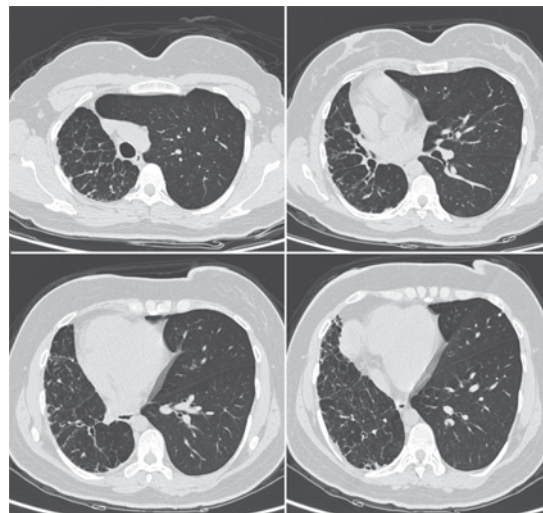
TC de tórax de alta resolución que muestra disminución en el tamaño de los segmentos pulmonares derechos, con zonas de engrosamiento interlobulillar, bronquiectasias por tracción y patrón panalar en la región basal.
